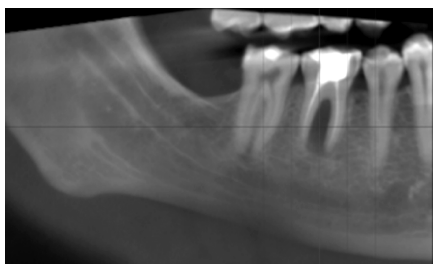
5А. Сагиттальный срез КТ в области зуба 4.6
